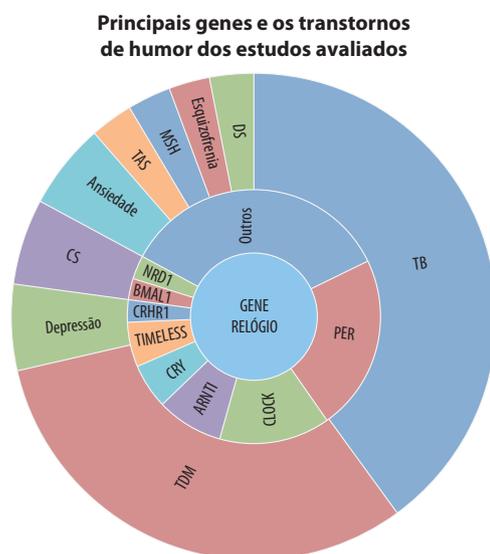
A figura resume os genes e os transtornos de humor dos estudos avaliados. Os genes e os transtornos de humor não se correlacionam na imagem. TB: transtorno bipolar; TDM: transtorno depressivo maior; TAS: transtorno afetivo sazonal; DS: distúrbios do sono; CS: comportamento suicida; MSH: mudança sazonal de humor.
